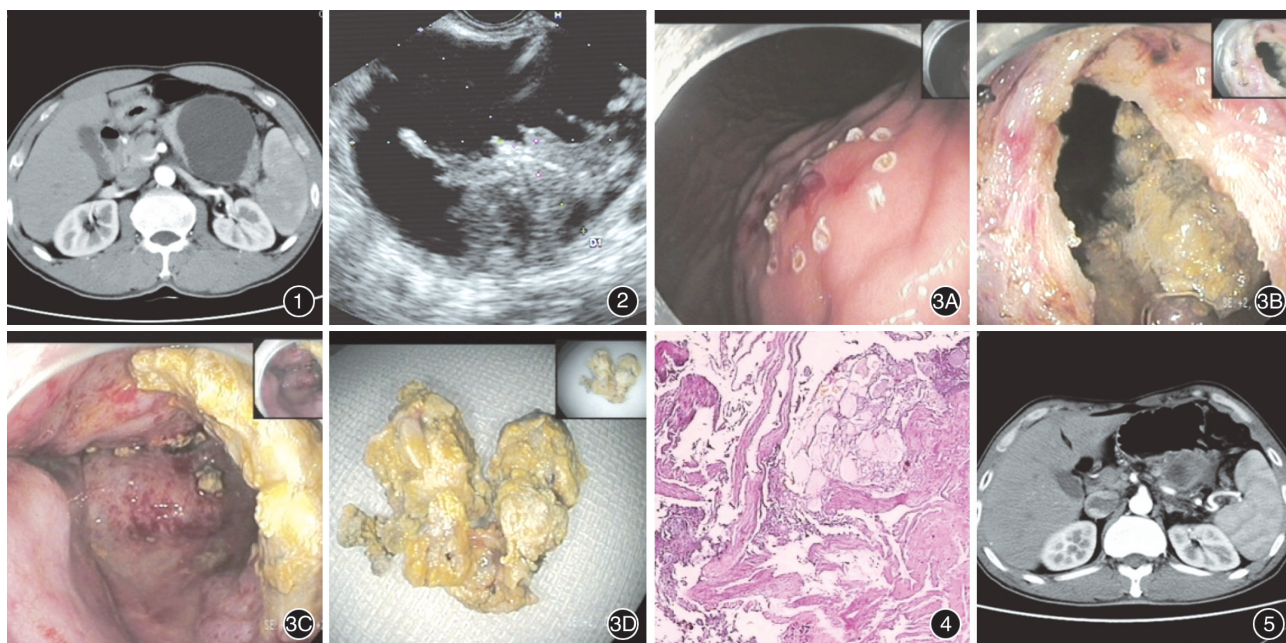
上腹部增强 CT 示胰尾囊肿 图2 超声内镜扫查提示胰腺尾部见无回声病灶,与胰管不通,内部可见低回声絮状物,与胃毗邻
